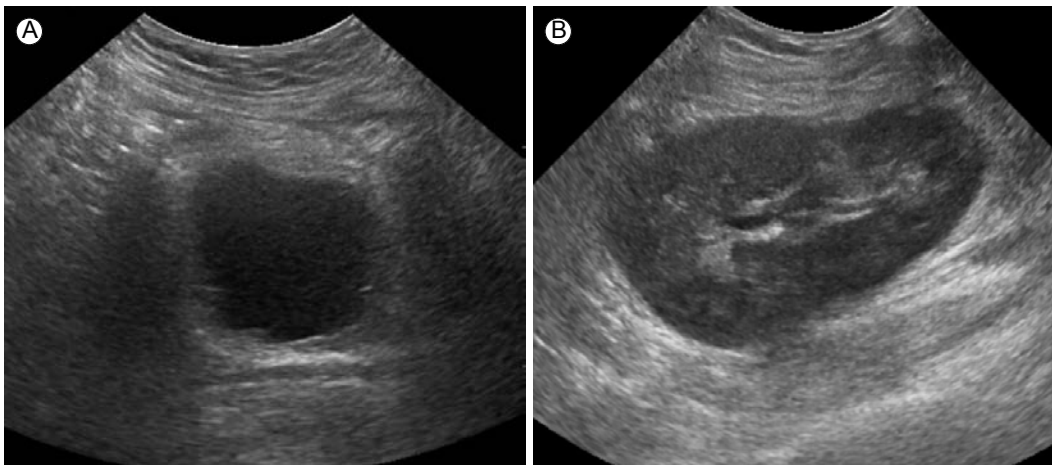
Diffuse bladder wall thickening (A) and no abnormal echogenicity of the kidney (B) on ultrasonography.
